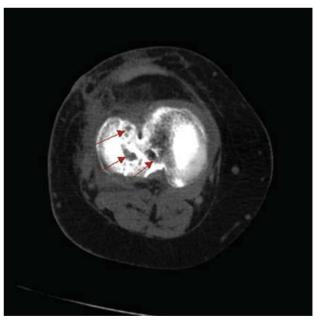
Восстановление структуры губчатой кости после пластики недеминерализованным костным губчатым трансплантатом (спиральная компьютерная томография). Видны крупные кисты (обозначены стрелками)
